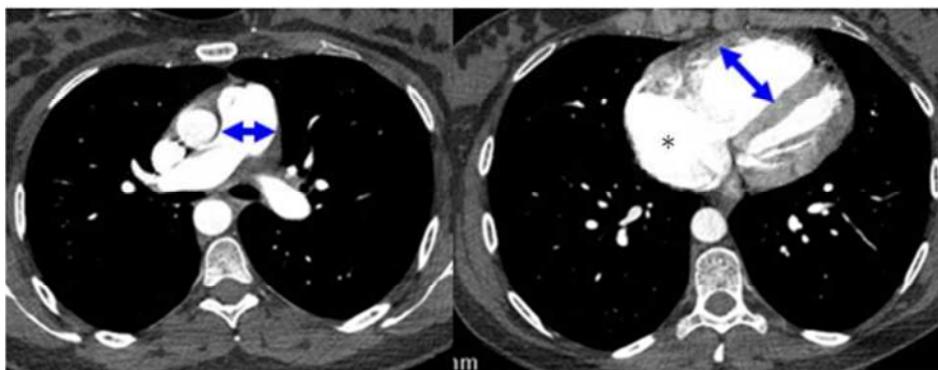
TDM thoracique d'un patient ayant une HTAP
